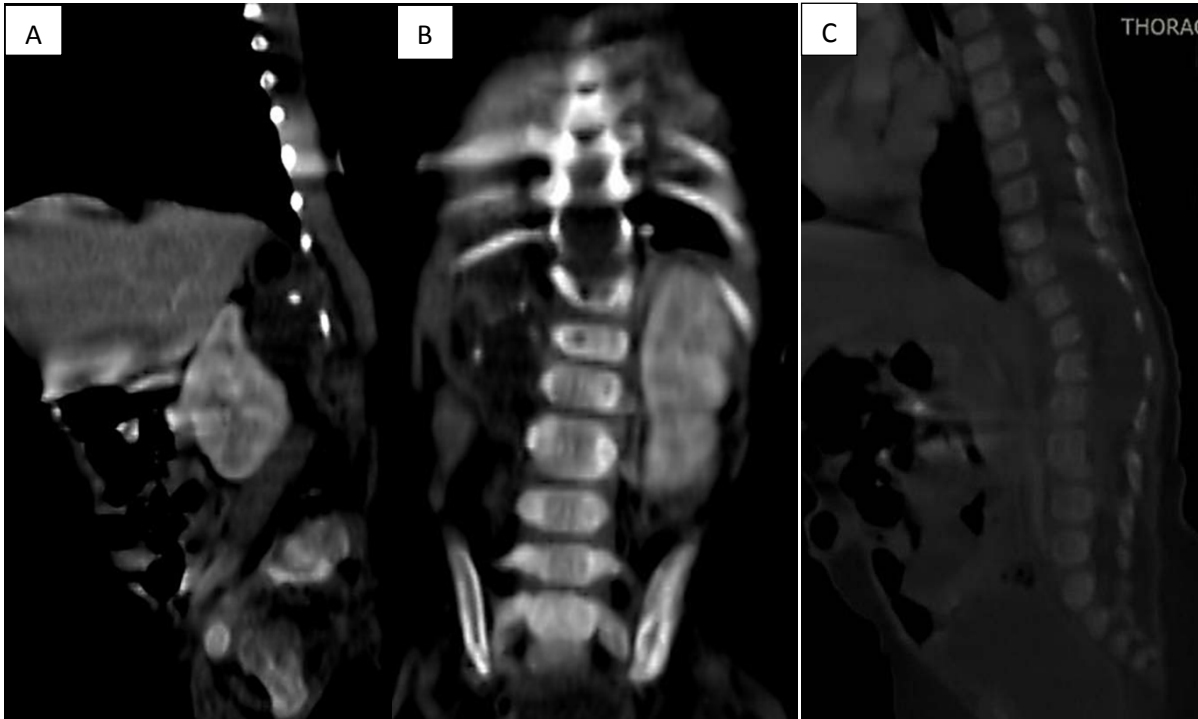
(A-B-C) : TDM en reconstruction sagittale et coronale et fenêtre osseuse (C) : Tumeur para-rachidienne droite avec ses composantes calciques, graisseuses et l'ectasie canalaire sans lyse osseuse
